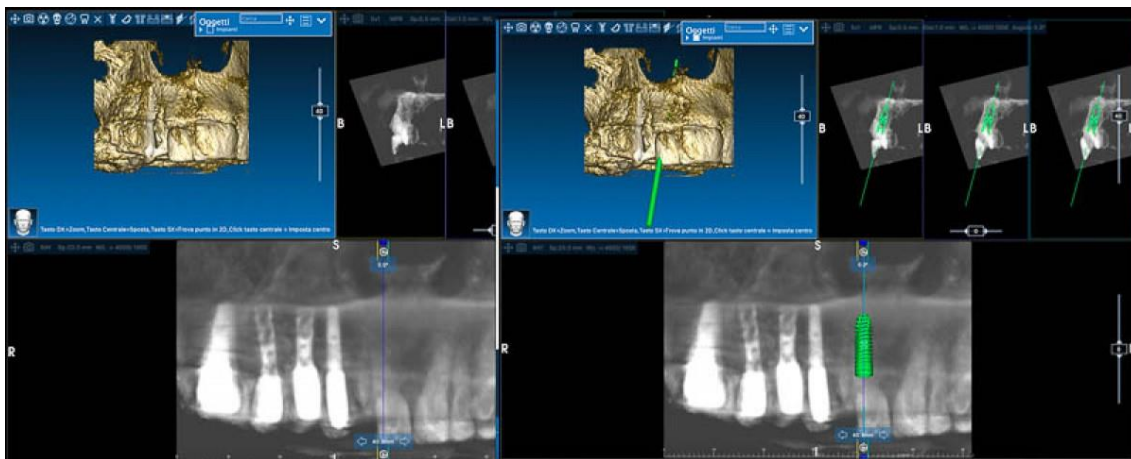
Scansioni della CBCT
